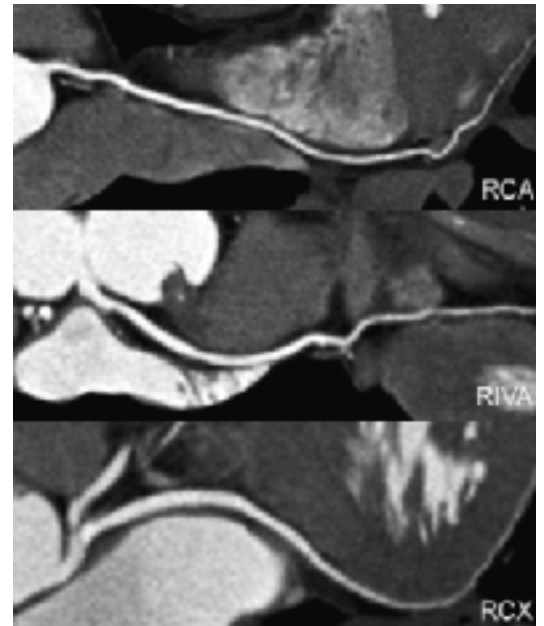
Multiplanare CT-Rekonstruktionen entlang der rechten Koronararterie (RCA), des Ramus interventricularis anterior (RIVA) und des Ramus circumflexus (RCX) zeigen regelrechte Koronargefässe ohne Stenosen oder Plaques.
